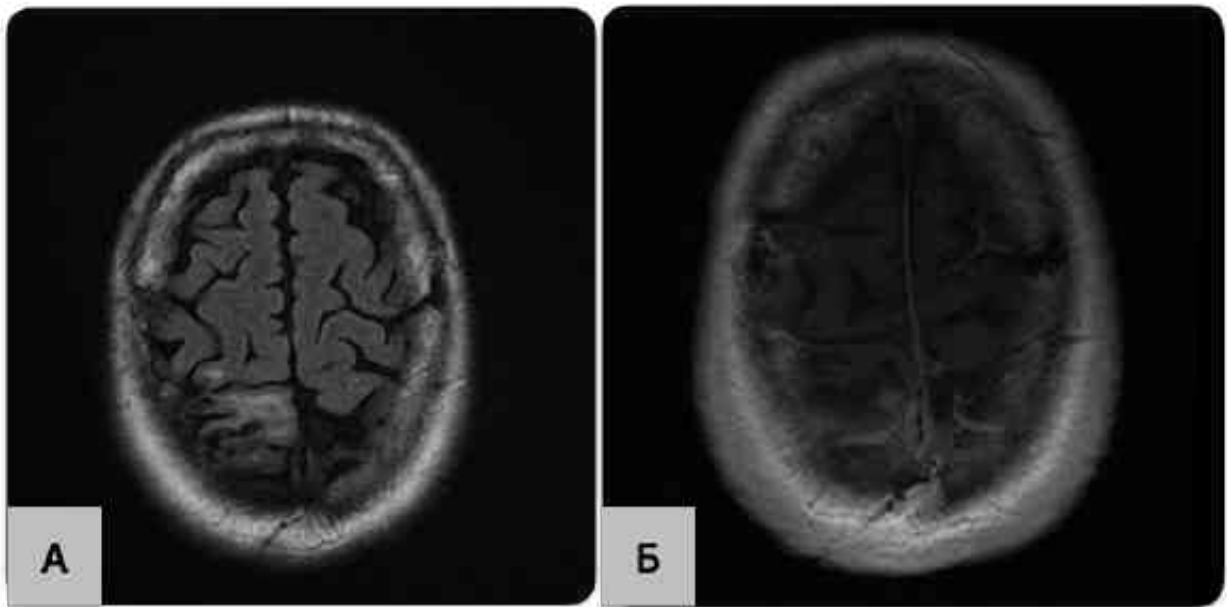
МРТ пацієнта з менінгіомою середньо - задньої третини верхньої стрілоподібної пазухи (Sinus III) на першу добу після хірургічного втручання (А - аксіальна проєкція, режим Т2 з в/в підсиленням (перифокальний набряк), Б - аксіальна проєкція, режим Т1 з в/в підсиленням (рівень, де менінгіома інвазує ВСП))
